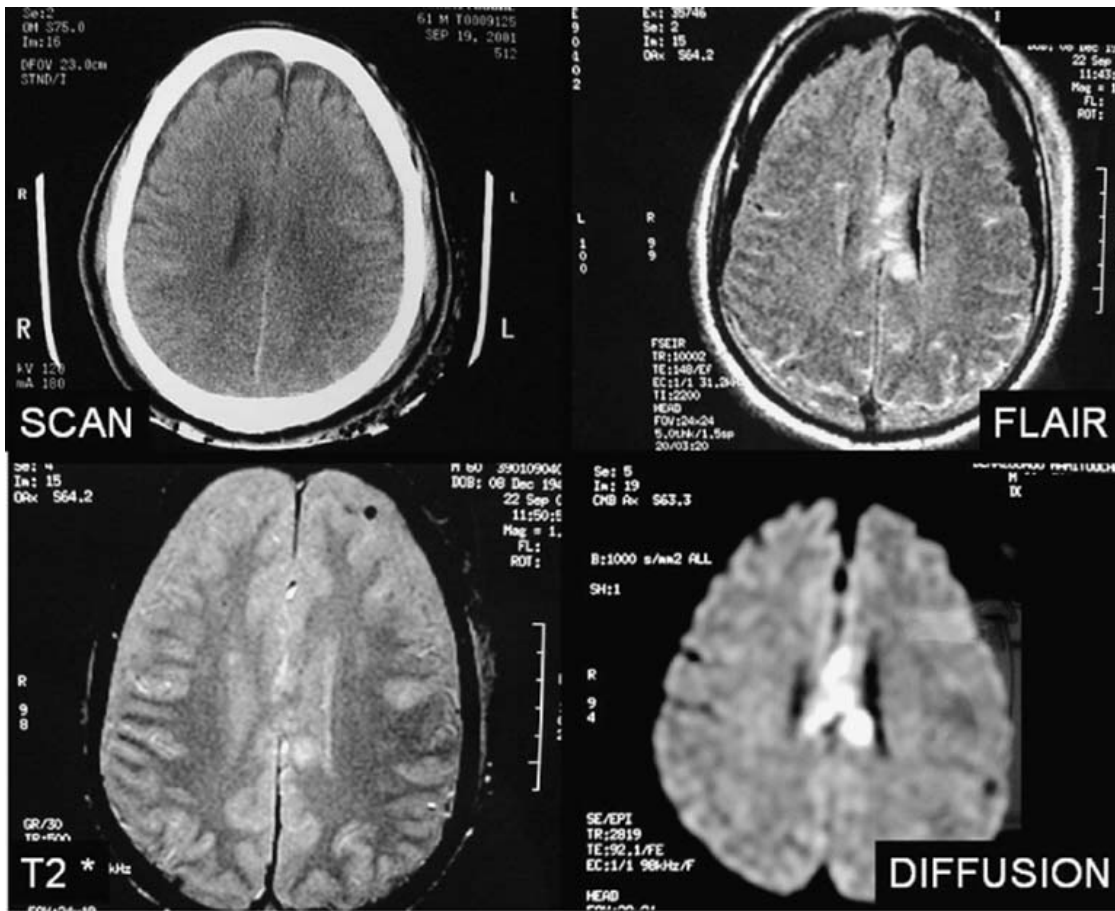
Lésions axonales diffuses non hémorragiques du corps calleux. Aucune anomalie n'est détectée au scanner (en haut à gauche). La séquence en T2* n'objective pas d'hémorragie (en bas à gauche). Il existe un hypersignal en fluid attenuated inversion recovery (FLAIR) (en haut à droite) et un hypersignal très marqué en diffusion (en bas à droite).
